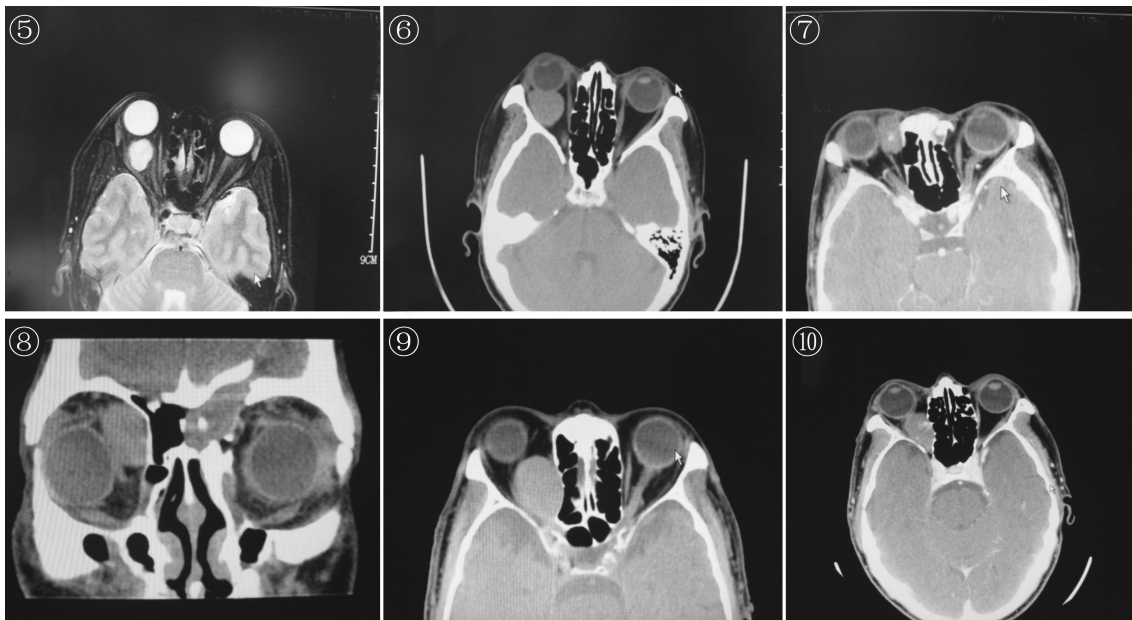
经结膜入路摘除海绵状血管瘤患者的MRI图,肿瘤呈类圆形,位于球后肌锥内间隙,边界清楚且无明显粘连。
